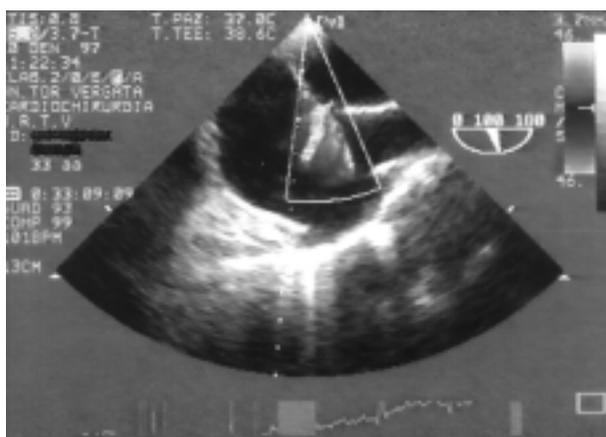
Pervietà del forame ovale all'ecocardiogramma transesofageo.
